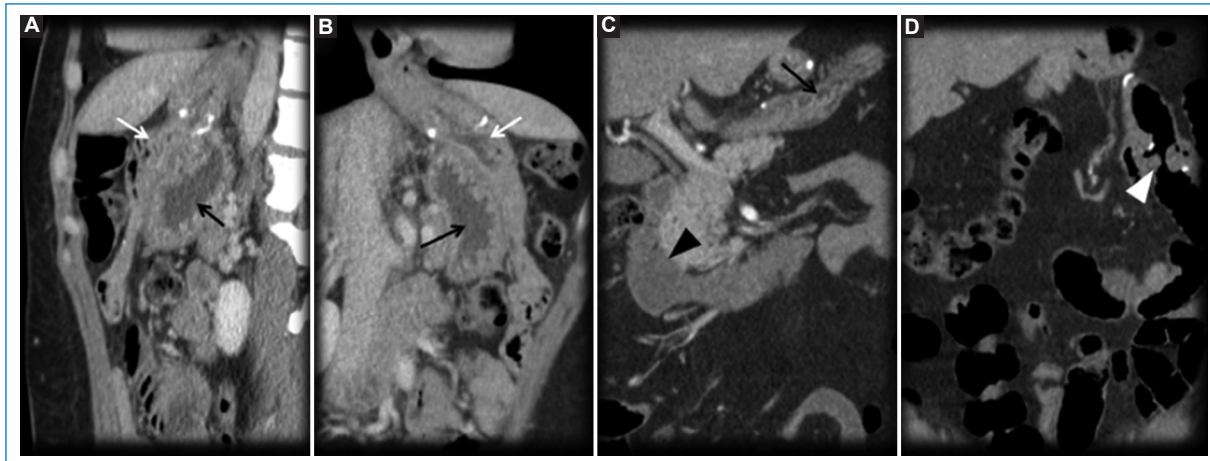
Paciente de sexo femenino, de 50 años. Antecedente de obesidad mórbida refractaria a tratamiento médico. Técnica de *bypass* gástrico con reconstrucción en Y de Roux. TC en fase venosa. A y B: MPR coronal oblicuo. C y D: coronal. A, B y C: estómago excluido (flecha negra). A y B: asa eferente alimentaria (flecha blanca). C: asa aferente biliopancreática (punta de flecha). D: anastomosis entero-entérica (punta de flecha).
